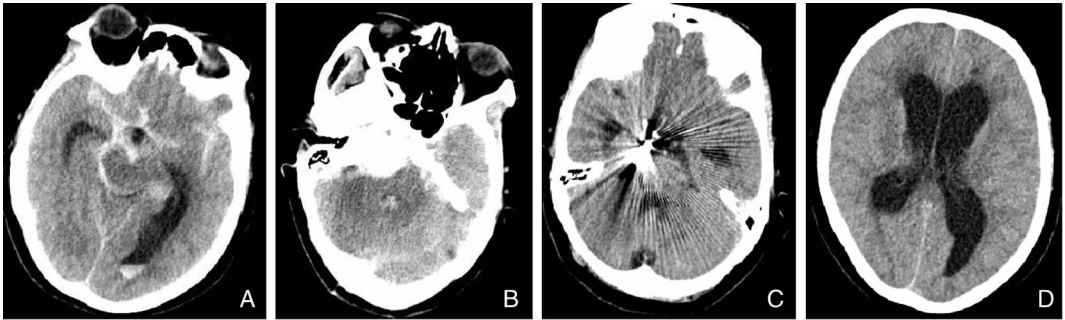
例1患者颅脑CT:A、B图为术前,见脑池、沟回、脑室内可见高密度影,脑室系统扩大,右侧脑桥血肿压迫,C、D图为术后复查,呈术后改变,脑室系统扩大。
